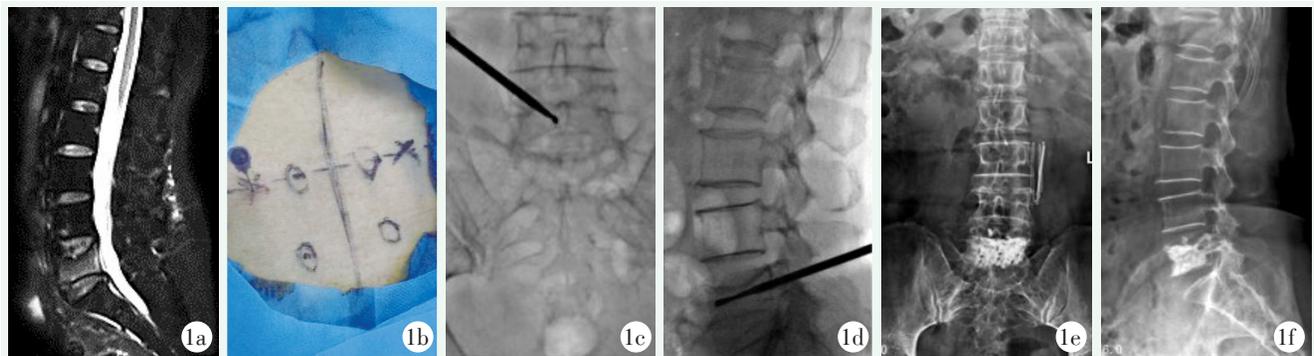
患者, 女, 69岁, 扭伤致 L₅-OVCF 1a: 术前 MRI 显示 L₅ 椎体新鲜骨折 1b: 术中定位并标记 L_{4, 5} 椎弓根体表投影及 L₄ 椎弓根体表投影外缘约 2 cm 处 PVP 入针点 1c, 1d: 完成穿刺后透视所见, 钻尖正位位于椎体中线处, 侧位近椎体前缘 1e, 1f: 术后复查 X 线片示骨水泥分布良好, 椎体前缘高度恢复满意
